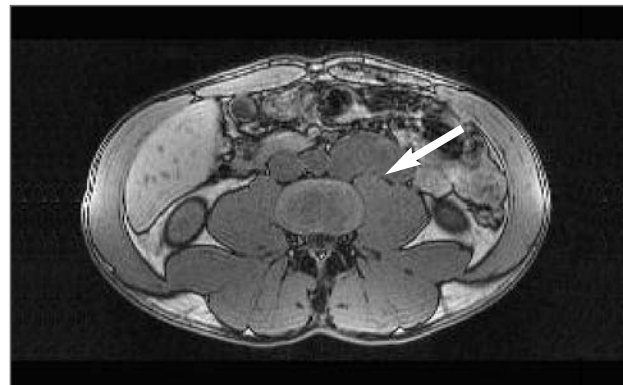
Imagen de la RMN abdominal donde se objetiva una masa retroperitoneal de etiología incierta de 8 x 5,5 cm.
